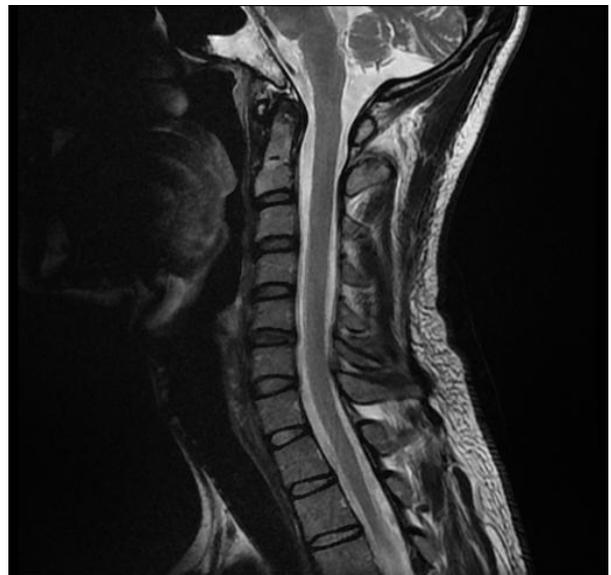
Resonancia magnética de médula cervical con gadolinio. Se observan múltiples focos de alteración de la señal. Tomada del expediente clínico del paciente durante consulta neurológica ambulatoria en julio 2020.
